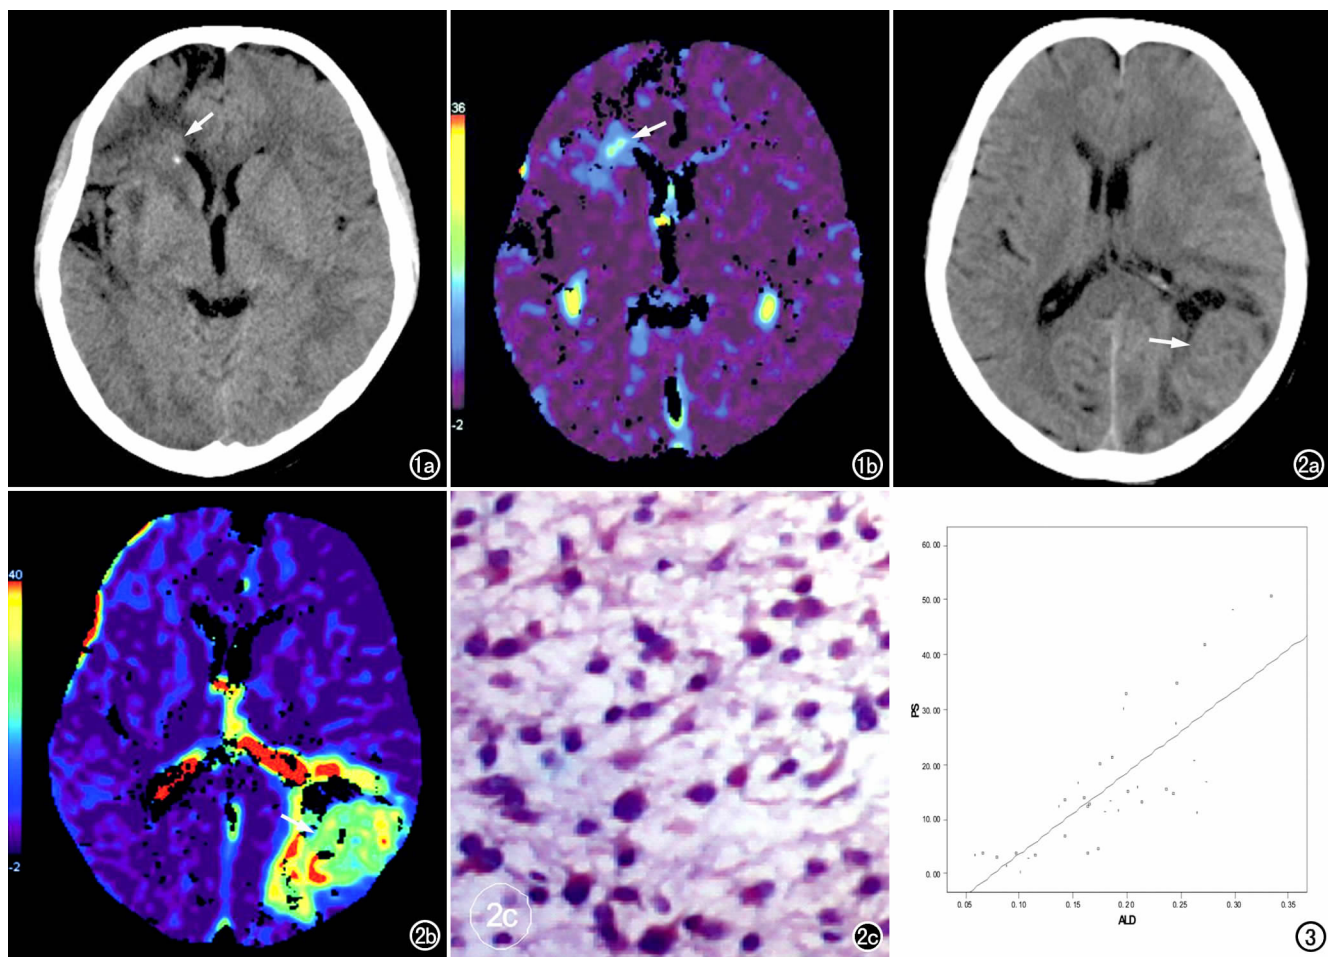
右额叶星形细胞瘤(I级)。a) CT 平扫示右额叶占位性病变伴点状钙化(箭); b) PS 图示瘤区呈淡蓝色(箭), PS 值稍高于周围正常脑组织。图 2 胶质瘤(III级)。a) CT 平扫示左枕叶等密度为主占位性病变(箭); b) PS 图示瘤区呈深浅不一的伪彩灌注, 较平扫范围大, 实质区呈高灌注(箭), PS 值显著高于周围正常脑组织; c) 免疫组化染色示肿瘤细胞 VEGF 明显阳性表达呈棕黄色($\times 400$)。图 3 PS 值与 VEGF 表达 ALD 值的相关性分析散点图, 示两者显著正相关, 相关系数为 0.79。
